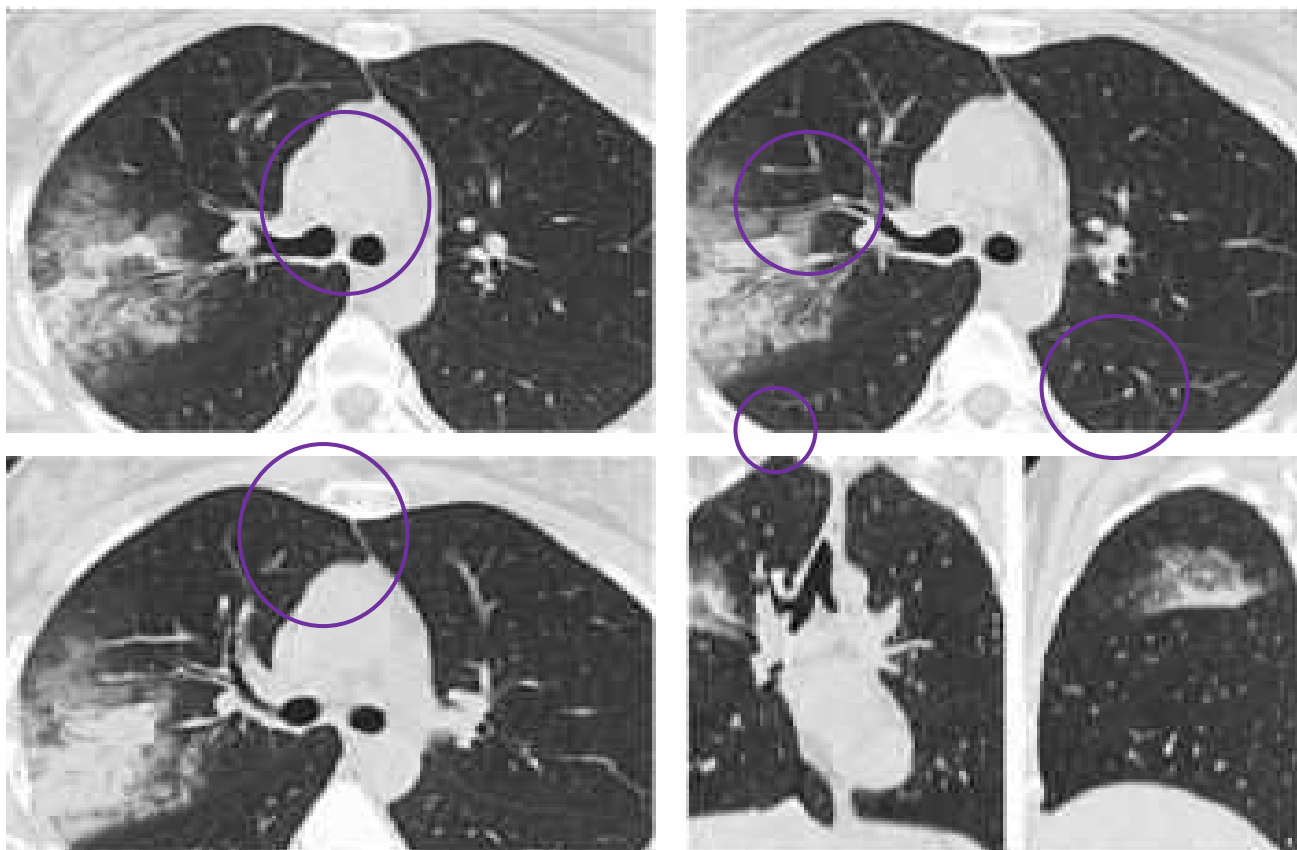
Компьютерная томография пациента с пневмонией в верхней доле правого легкого.
